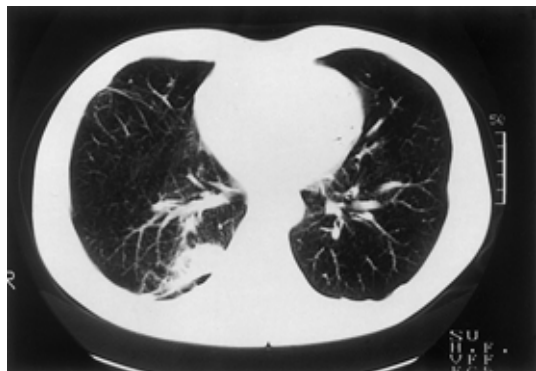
Chest CT scans obtained in October 1990, showing an oval-shaped area of consolidation in the right lower posterior lung field, and bilateral pleural plaques.
